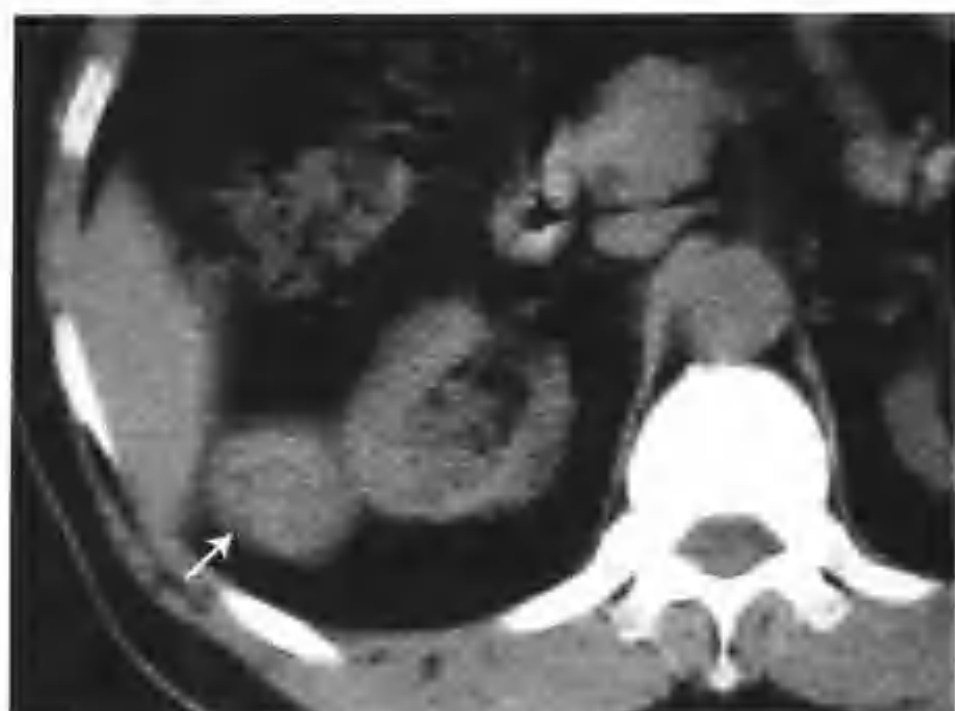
与图4-3-1为同一病例, CT平扫不同层面所见 (箭头)
